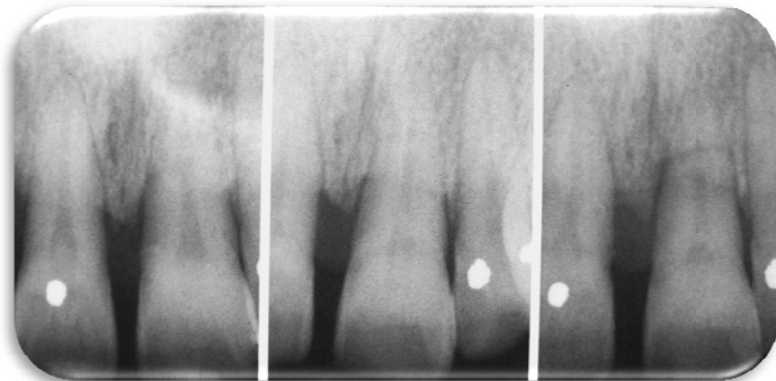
Con el tiempo, una fractura puede comenzar a comunicarse con el surco como consecuencia de una enfermedad periodontal. Las radiografías muestran pérdida de hueso durante 3 años.
